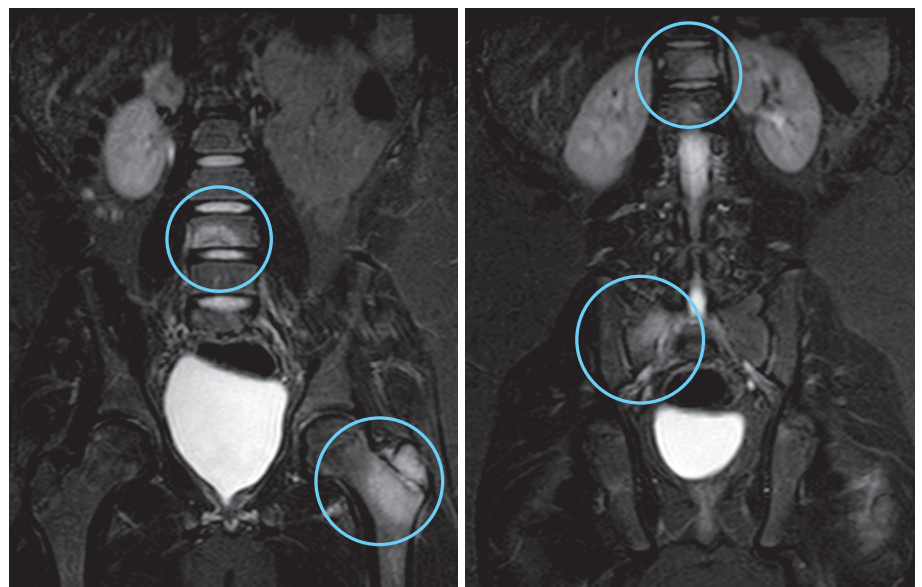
RMN: sezioni coronali, sequenze STIR senza m.d.c. Focolai di osteomielite in un caso di CRMO.
